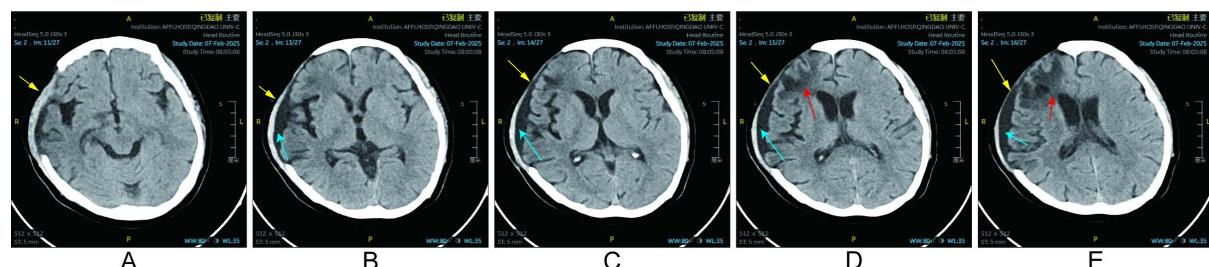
CT of patients with intracranial venous sinus thrombosis图3. 颅内静脉窦血栓患者 CT
